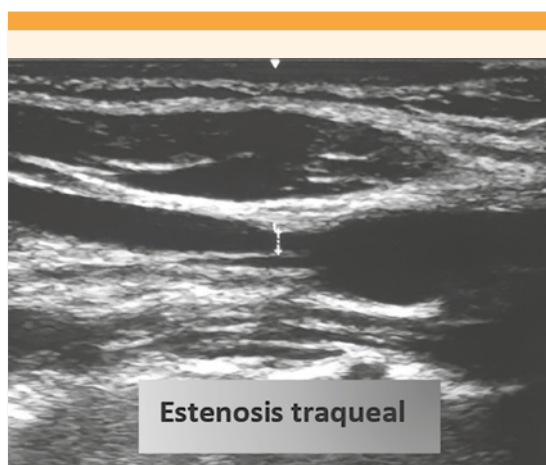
Ultrasonido de la tráquea donde se observa el grado de la estenosis.
